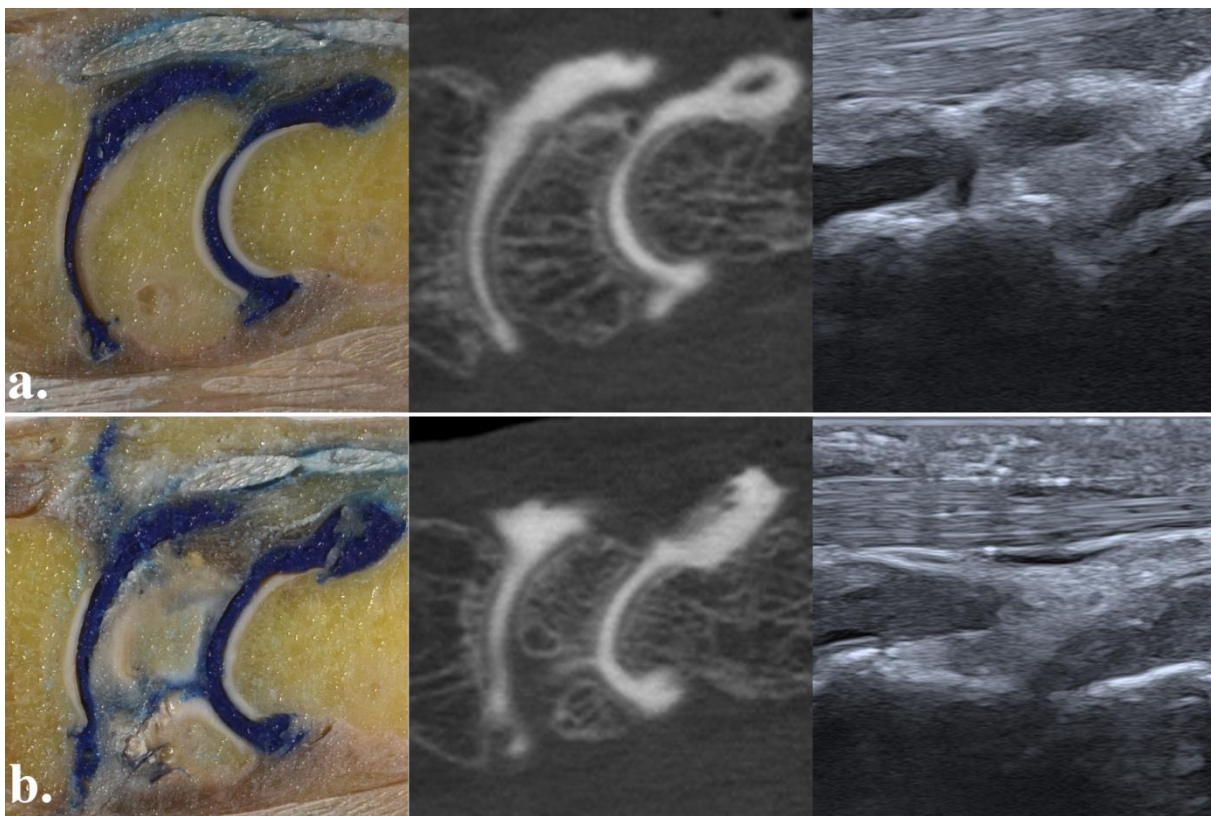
Corrélation entre les coupes anatomiques sériées, les reconstructions scanographiques sagittales et les coupes échographiques en regard du lunatum (a) et de l'interligne scapholunaire*
